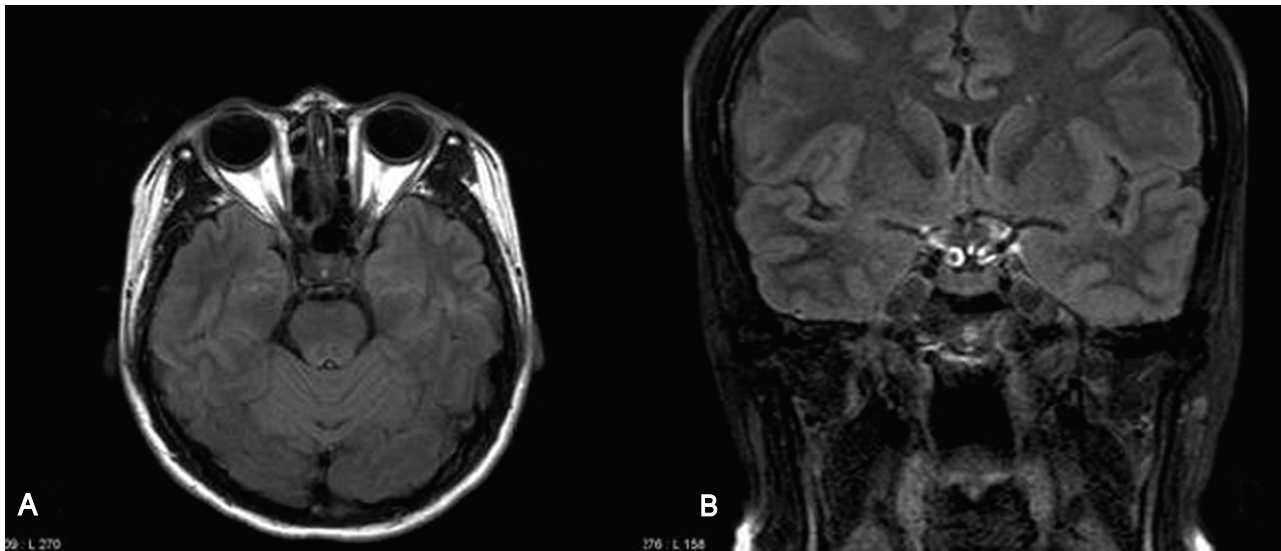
Brain magnetic resonance imaging with contrast did not show any abnormal findings around the optic chiasm (A: a fluid-attenuated inversion-recovery (FLAIR) image, transverse section, B: a FLAIR image, sagittal section).
